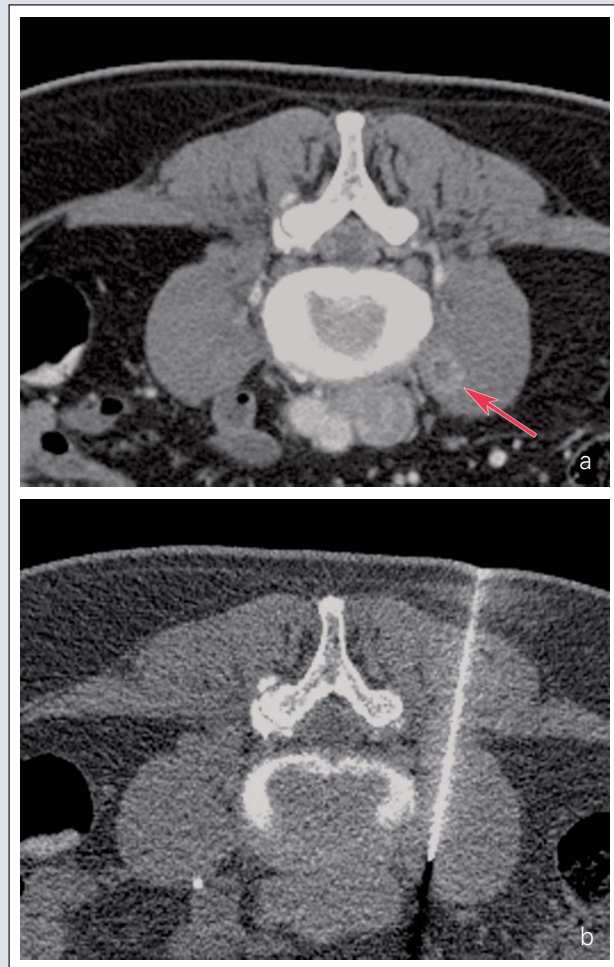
CT-gezielte Punktion eines Psoasabszesses zur Keimgewinnung. (a) Die diagnostische CT mit Kontrastmittel zeigt einen kleinen Psoasabszess, ausgehend von einer lumbalen Spondylodiszitis. (b) CT-gezielt konnte Pus aspiriert werden.
